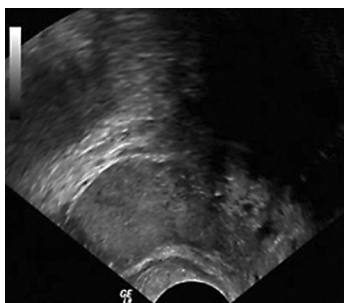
ТРУЗИ через 1 месяц после операции.
